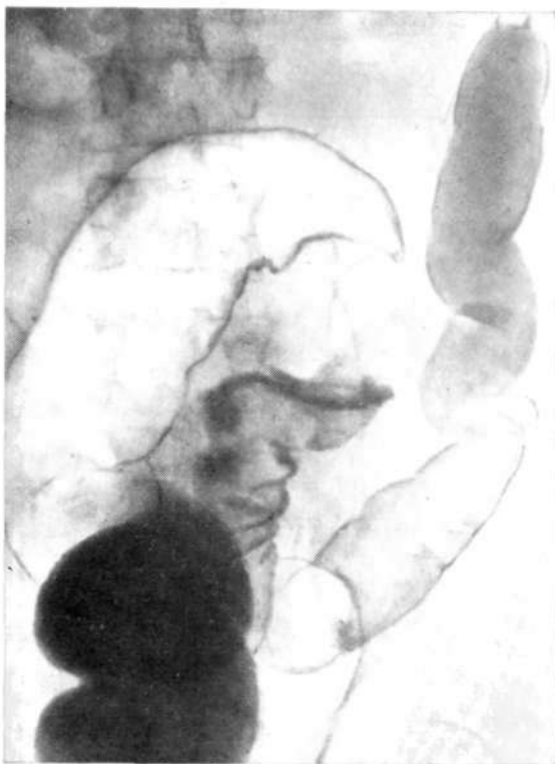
Прицельная рентгенограмма илеоцекальной области. Неопухоловое увеличение илеоцекального клапана.
